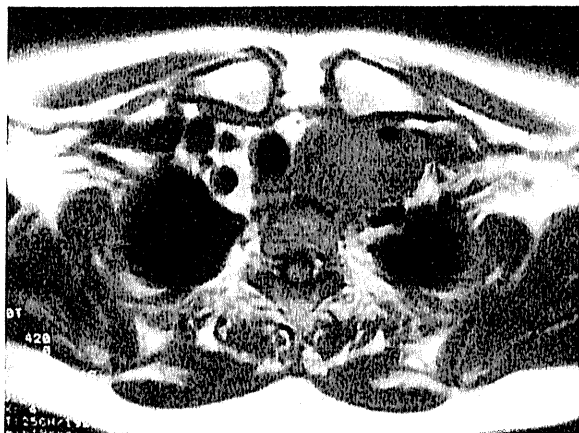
初発時のMRI T1強調画像。上縦隔に内頸動脈を取り囲むように増殖する筋肉よりやや高信号の腫瘍を認める。
